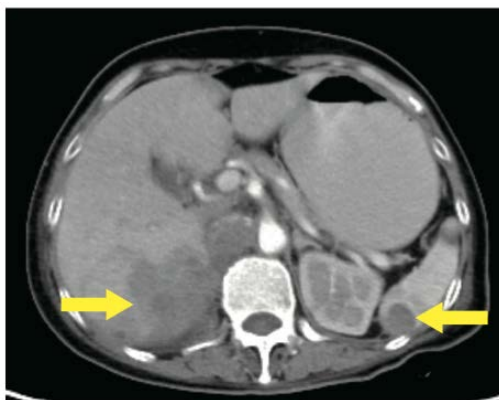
Two months after surgery, CT scan showed multiple low-density shadows in the right kidney, liver and spleen
